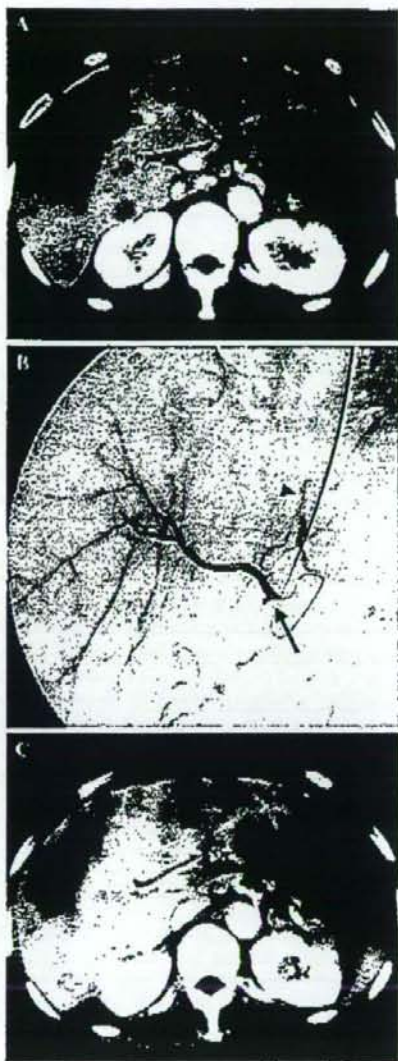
A-C. A 55-year-old man with multiple liver metastases from rectal cancer. A Contrast-enhanced CT scan obtained before starting HAIC shows unresectable multiple liver metastases in both the right and left lobes. B An arteriogram via the port obtained before starting HAIC shows that all hepatic arteries are well visualized. The catheter tip was inserted into the deep segment of the gastroduodenal artery and embolized using microcoils and a mixture of *n*-butyl cyanoacrylate and iodized oil. The side hole was placed into the common hepatic artery (arrow). The accessory left hepatic artery, which branched from the left gastric artery, was embolized with microcoils (arrowhead) in order to establish hepatic arterial supply from a single vessel. C Contrast-enhanced CT scan obtained after five HAIC administrations shows slightly smaller multiple liver metastases. With the exception of T-BIL, the patient's liver function improved (AST improved from 83 to 26 IU/l, ALT improved from 49 to 18 IU/l, LDH improved from 1,155 to 458 IU/l, and ALP improved from 950 to 502 IU/l)
